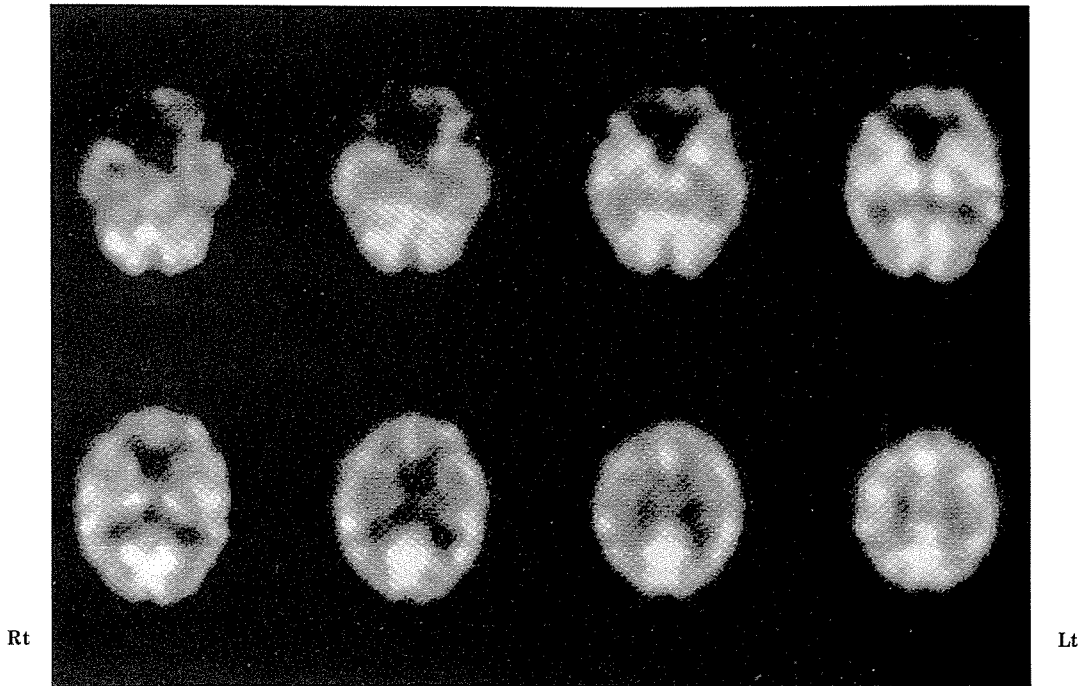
99m TC-HM-PAO-SPECT (発症3年後)
